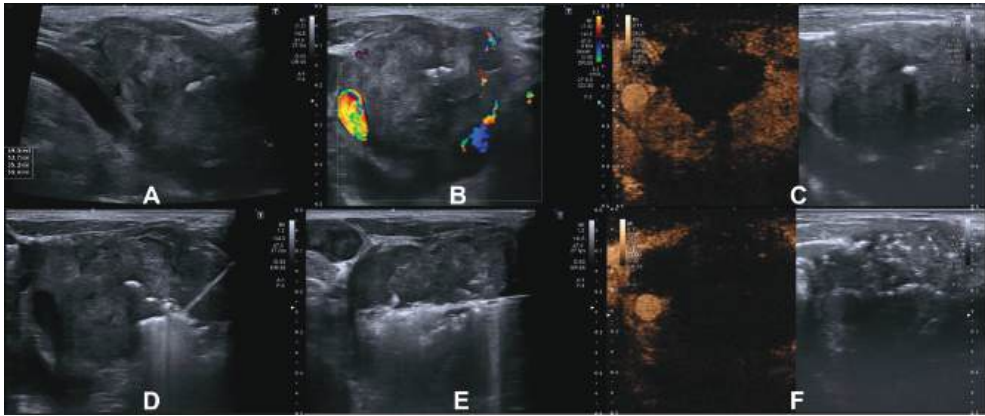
Tercera ablación con radiofrecuencia. A. Ecografía en el plano sagital de la lesión. La heterogenicidad en modo-B no permite diferenciar la zona viable de la zona necrótica. B. La ecografía con el Doppler color muestra pequeñas señales de flujo en algunas zonas de la periferia. C. La ecografía con contraste nos muestra la clara diferenciación entre la zona periférica viable y la zona central necrótica donde persiste la calcificación inicial. D y E. Diferentes fases de la ablación con radiofrecuencia. F. La ecografía con contraste muestra una ablación prácticamente completa con algunos pequeños restos alrededor de la carótida.
